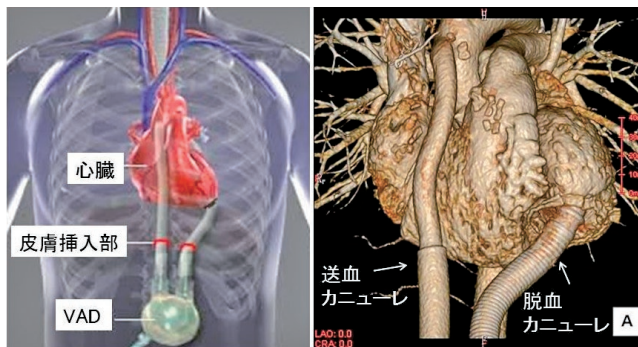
左心VADの略図 (左図) (<http://www.ncvc.go.jp/cvdinfo/treatment/vas.html>より抜粋) と右心VAD離脱後の3次元CT像 (左心VAD補助中) (右図)。
